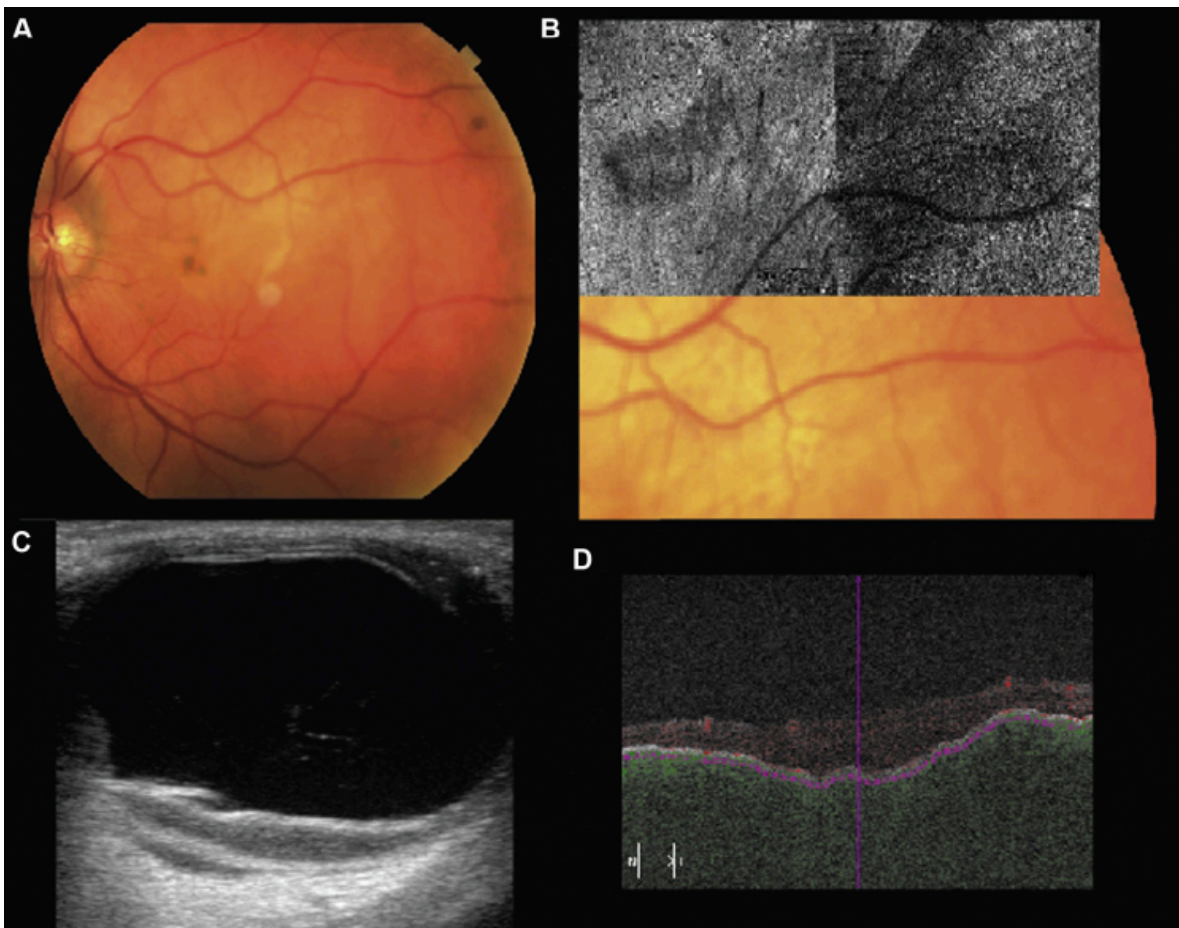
Linfoma corioideo de bajo grado. (A) Retinografía a color de fondo de ojo que muestra una masa amelanótica en el polo posterior. (B) AOCT (6x6 mm) de la capa coriocalilar muestra un denso plexo vascular heterogéneo. (C), La ultrasonografía tipo muestra una coroides engrosada sobre el polo posterior del globo ocular. (D) AOCT Scan tipo B muestra una segmentación correcta de la coriocalilar a pesar de la superficie irregular.
